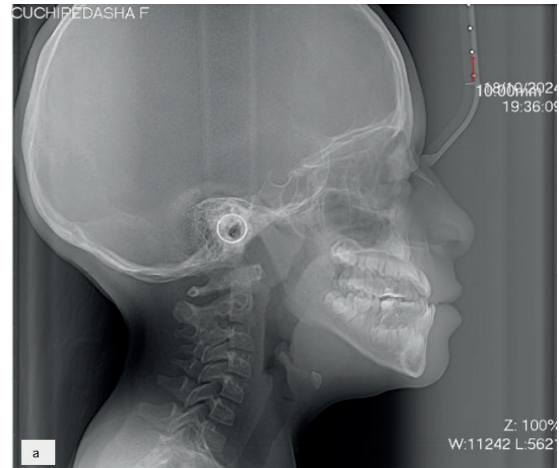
Radiografía inicial lateral de cráneo (5a)
